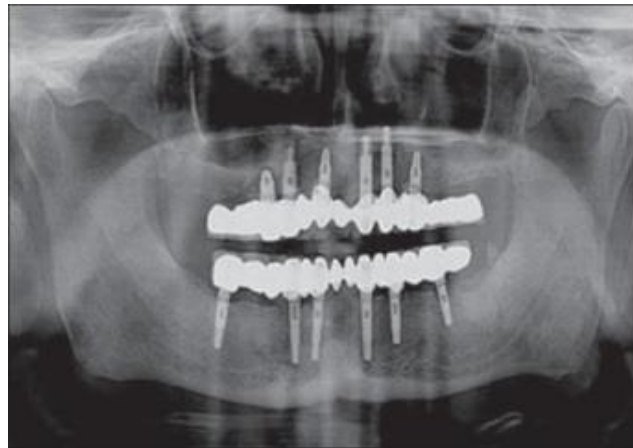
Radiografía postoperatoria de seis meses
